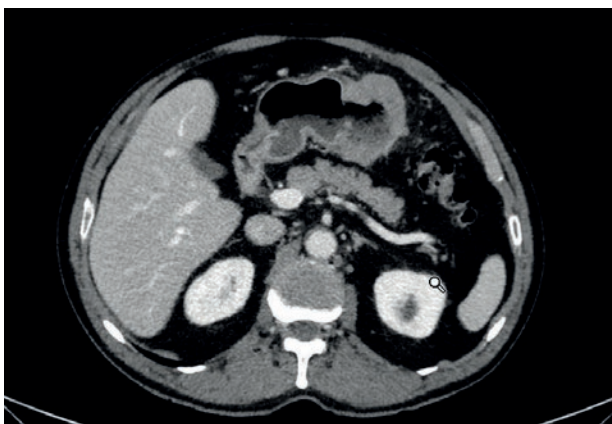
TC al diagnóstico en 2018
